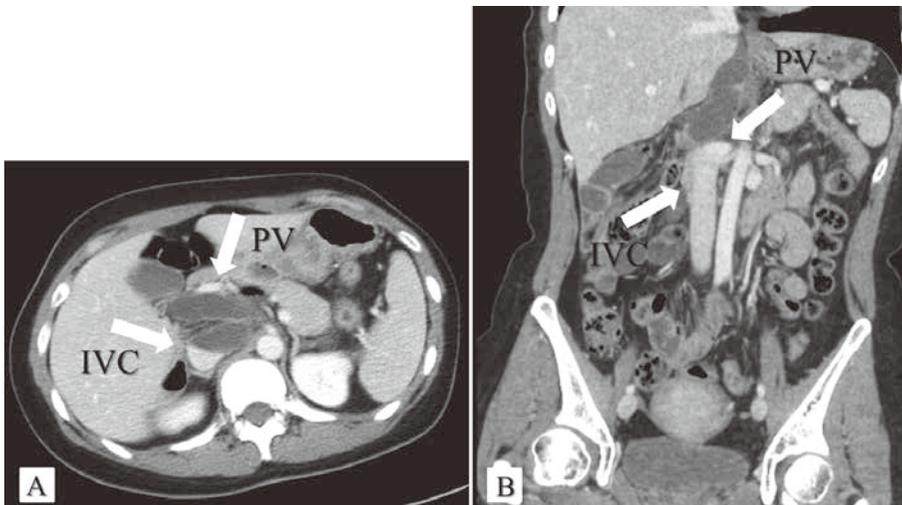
A: Axial section, B: Coronal section. An abdominal CT scan showed obvious dilation of the small intestine in Morrison' pouch, but no strangulation of the intestine.
